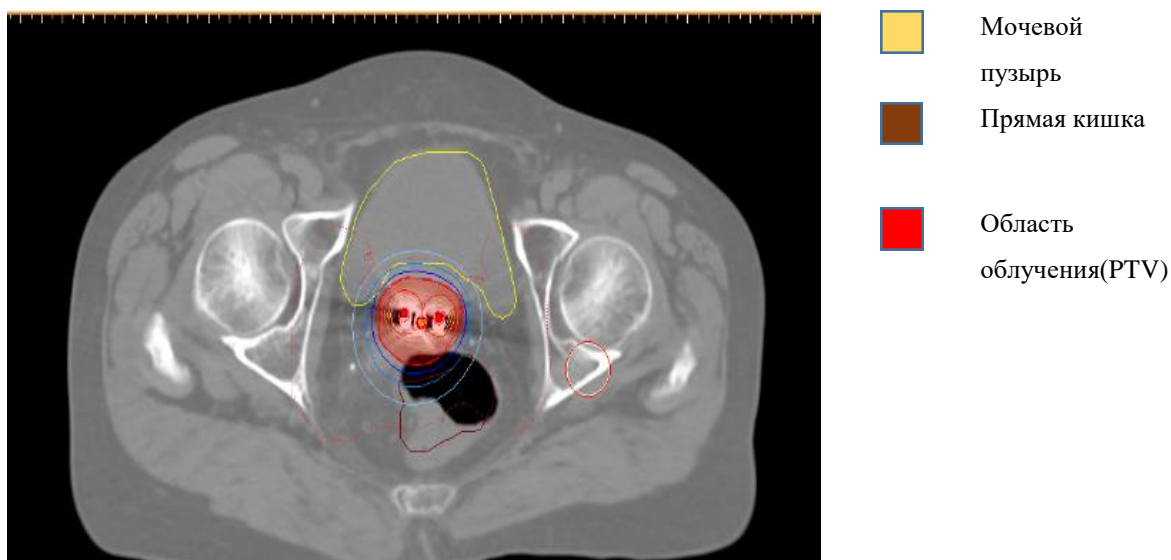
КТ-снимок с контурами области облучения и критическими органами
